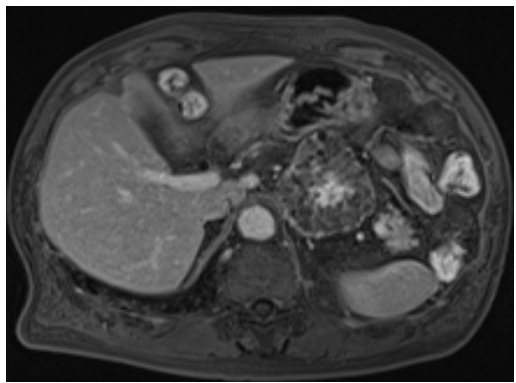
MRI 脂肪抑制 T1 強調像 造影 3 分後
